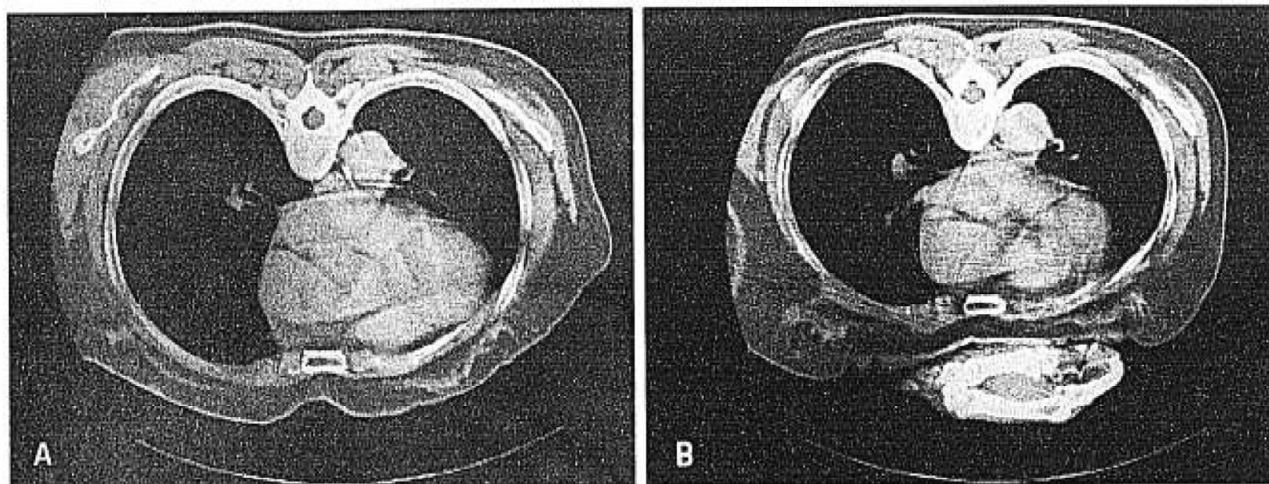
Computerized tomographic (CT) scan of a woman's thoracic cage at T4 level in prone position. A: Contact area between chest and the bed is diffuse. Subcutaneous fat, breast, and pectoralis muscle are interposed between thoracic cage and the bed. The woman lies on a mattress, which is shaped by the curvature of a CT scan bed. B: With a fist under the sternum, contact area between the sternum and the bed is reduced. Both the metacarpal bones and the proximal phalanges of ring finger and index finger are also shown.
